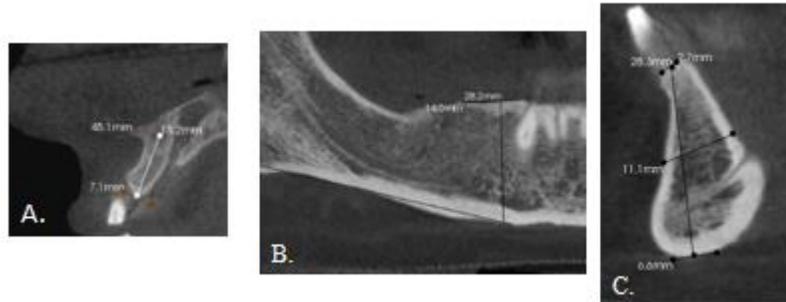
Mediciones en tomografías. Programa CS 3D Imaging. A. Medición de altura de zona anterior del maxilar superior. B. Medición de altura del sector posterior en el maxilar inferior. C. Medición de altura y anchura del sector anterior en maxilar inferior.
